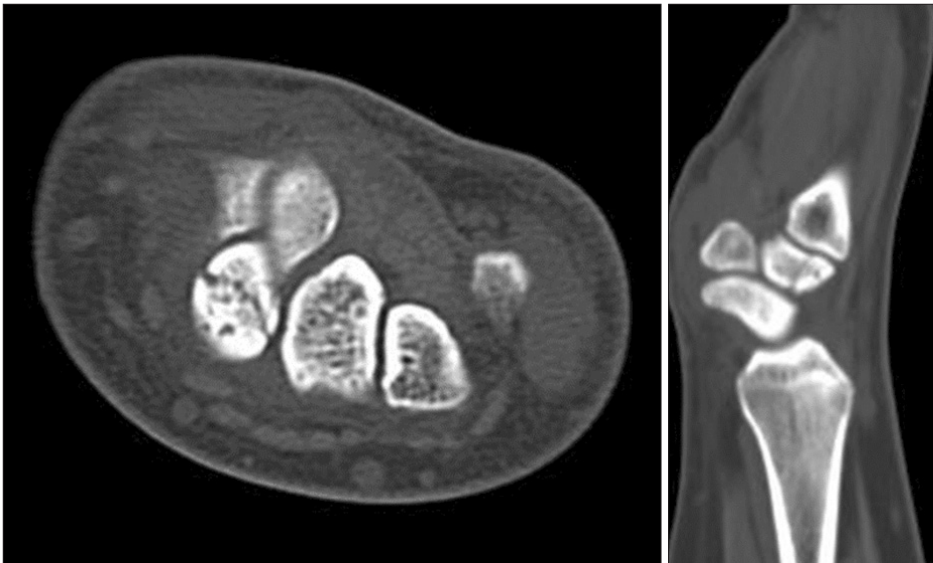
Computed tomography images demonstrated secondary changes. Subtle depressions, collapse and fragmentation.
